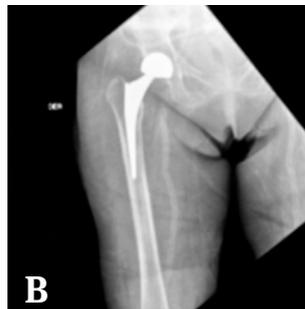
A y B) Radiografía comparativa de caderas. C) Radiografía del pie izquierdo. Se evidencia calcificación vascular extensa, con densidad de las arterias similar a la del hueso.
